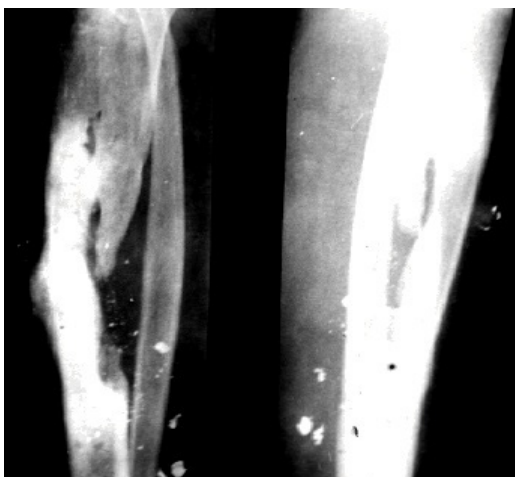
Рентгенограммы голени пациента С. Регенерат сросся (6 месяцев после операции – замещения дефекта диафиза большеберцовой кости)
